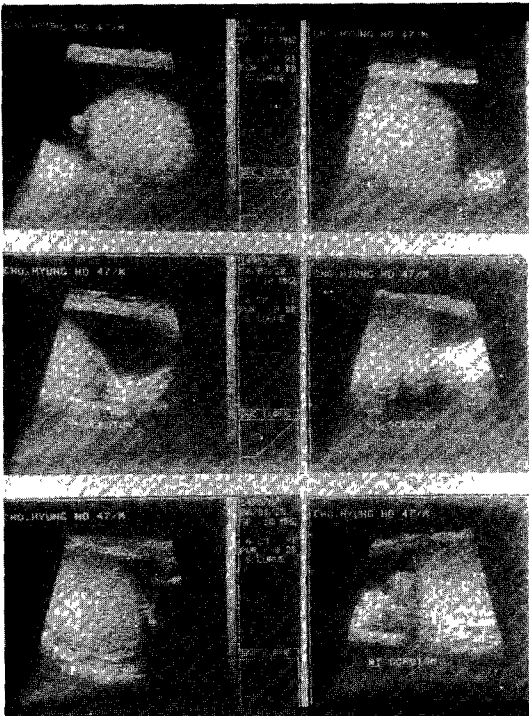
Testicular Ultrasonogram
